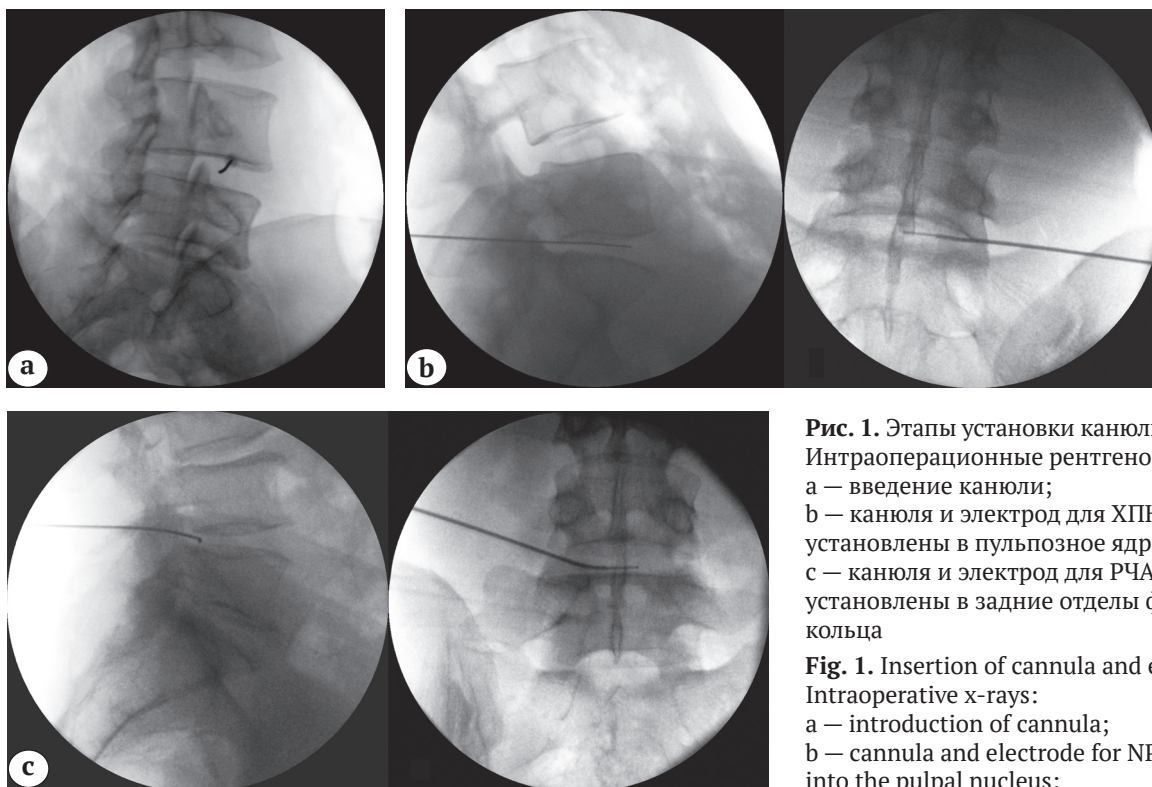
Этапы установки канюли и электрода. Интраоперационные рентгенограммы: а — введение канюли; б — канюля и электрод для ХПНП установлены в пульпозное ядро; с — канюля и электрод для РЧАП установлены в задние отделы фиброзного кольца
